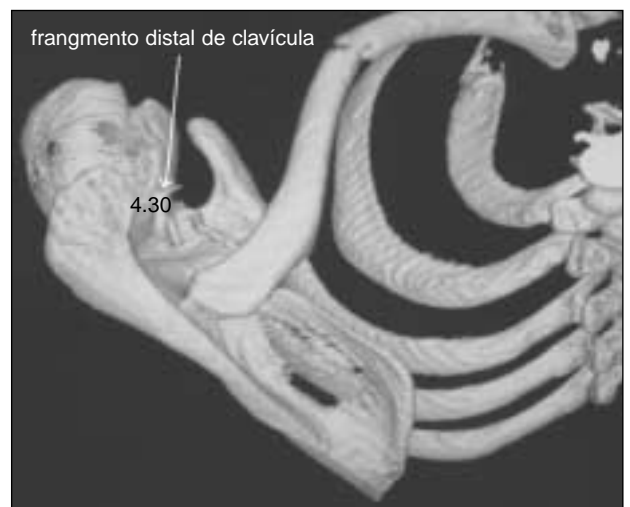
Tomografía computarizada con reconstrucción 3D que evidencia una fractura mediodiafisaria de clavícula, luxación acromioclavicular posterior con fragmentos óseos avulsionados de la clavícula (*flecha blanca*) y una fractura no desplazada de la base de la apófisis coracoides.
